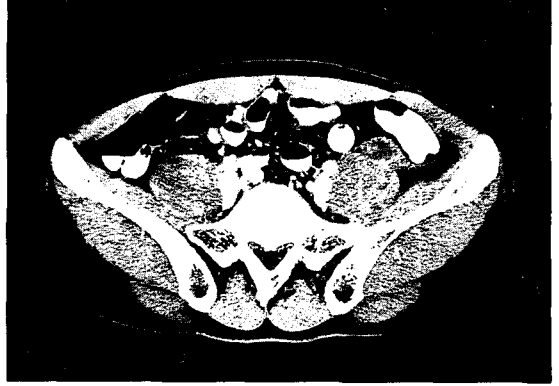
Abdominal CT shows a mass measuring 3.0 cm in the longest dimension composed of cystic and solid components anterior to iliopsoas muscle.
